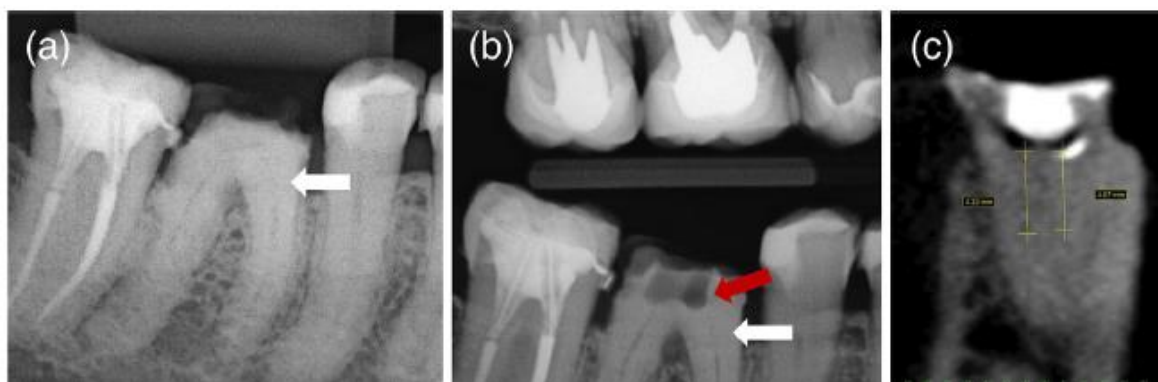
A imagem periapical diagnóstica de raios-X sugeria obliteração dos canais pulpare (seta branca) (a). A imagem de raios-X *bite-wing* mostrando desvio na raiz mesial (seta vermelha) em direção à área de furca e a extensão da obliteração do canal radicular (seta branca) (b). Imagem de Tomografia Computadorizada Cone Beam (CBCT) com medidas estimadas do comprimento da obliteração a partir do assoalho da câmara pulpar, assumindo o comprimento da broca de 1,3 mm como parâmetro de medição (c).
